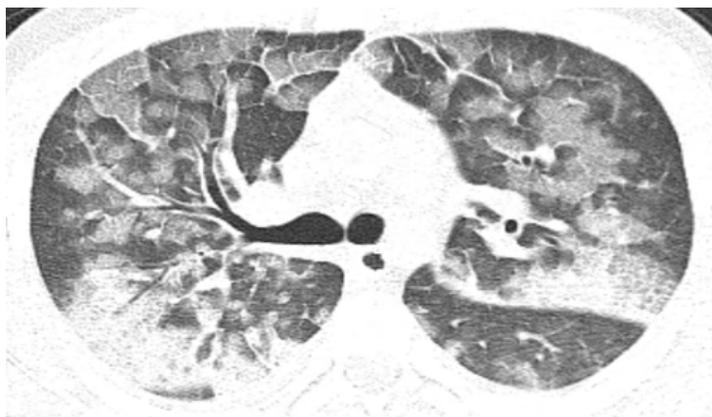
Masculino de 25 anos com pneumonia H1N1. CT ao nível dos lobos superiores demonstra áreas irregulares de opacidades de vidro fosco com espessamento septal liso (crazy-paving). Há também consolidações bilaterais nas porções superiores e anteriores
